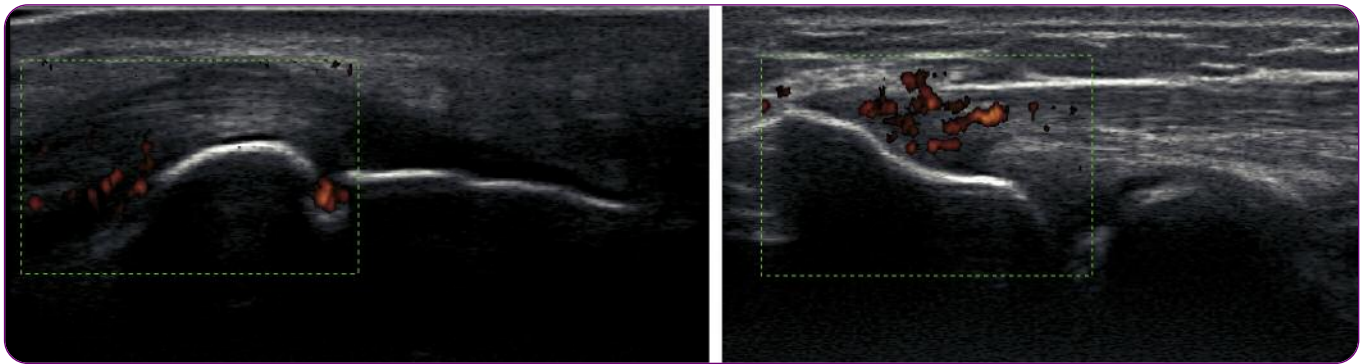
Exemples d'enthésite inflammatoire. Enthésite du tendon d'achille (à gauche) avec érosion corticale siège d'une activité inflammatoire en mode Doppler ; enthésite des épicondyliens latéraux (à droite) avec épaissement et hypervascularisation au Doppler se prolongeant à la jonction os/enthèse.
